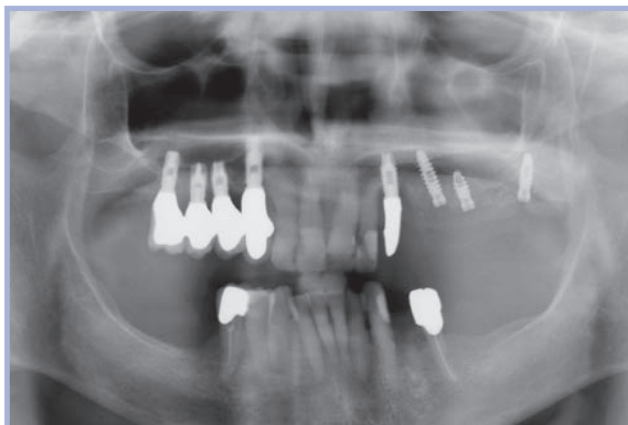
Quadro radiografico a tempo 0
